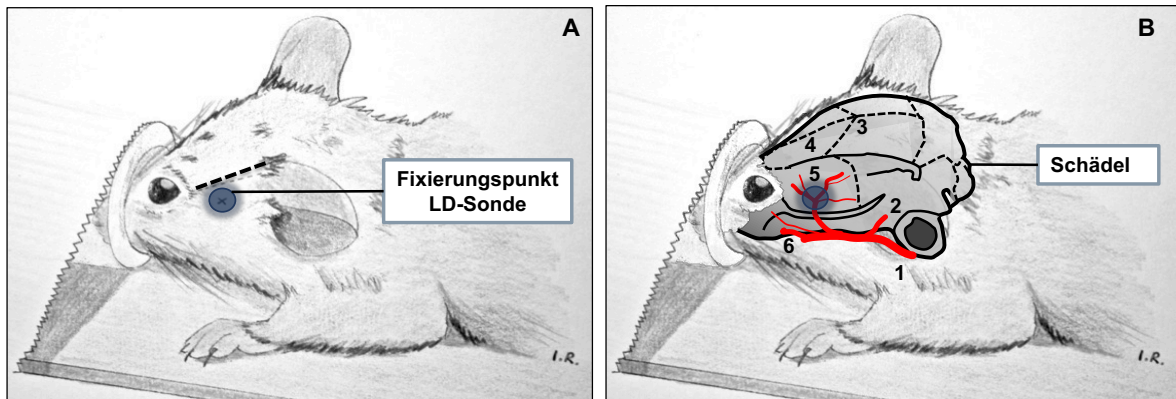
Befestigung der Laser-Doppler-Sonde (LDS). Zu sehen ist eine anästhesierte Maus (Schnauze in Beatmungsmaske liegend). A) zeigt den Verlauf des Hautschnitts zwischen lateralem Augenwinkel und vorderem Ohrmuschelansatz der Maus (gestrichelte Linie). Unter diesem Areal findet sich der dorsale Ansatzpunkt des *M. temporalis*. B) zeigt die Schädel- und Gefäßprojektion. Wichtige anatomische Leitstrukturen sind: 1 = *A. carotis interna*, 2 = *A. cerebri posterior*, 3 = Bregma, 4 = *Os frontale*, 5 = *A. cerebri media* (Bifurkation), 6 = *A. cerebri anterior*. Der blaue Punkt in beiden Abbildungen markiert die Projektion der Bifurkation der ACM, dem optimalen Fixierungspunkt der LDS.
